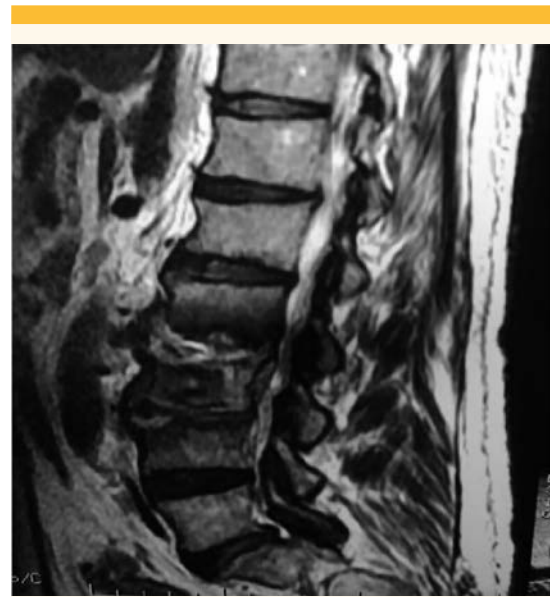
y 3B. Resonancia magnética de columna lumbar con discopatía degenerativa, clasificación Pfirrmann III-IV, con protrusiones posteriores L1-L2 y L4-L5, protrusiones anteriores y posteriores de L2-L3 y L3-L4, protrusión anterior de L5-S1. Cuerpos vertebrales L2, L3, L4 con cambios Modic tipo III.
